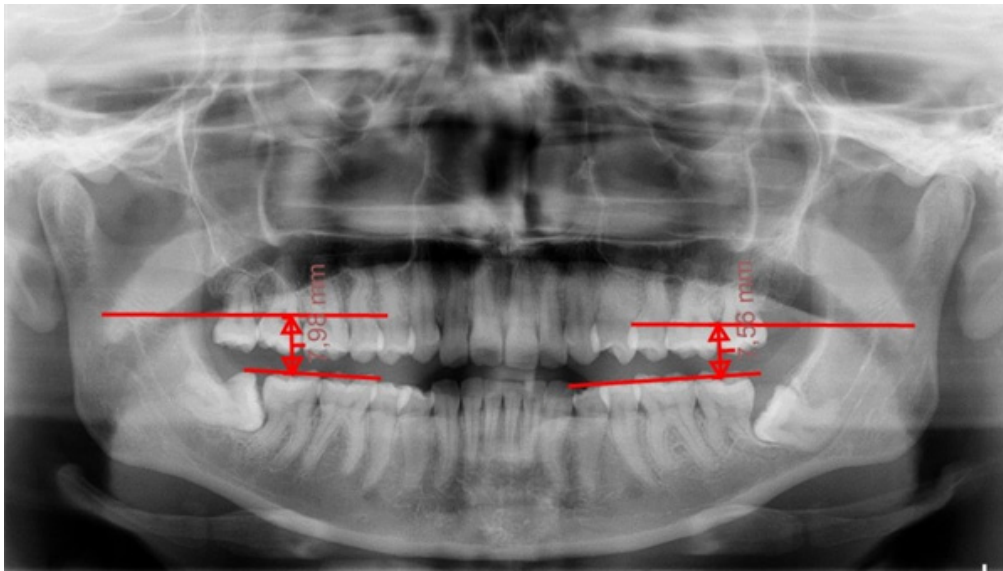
Radiografia panorâmica com as distâncias esquerda e direita.
